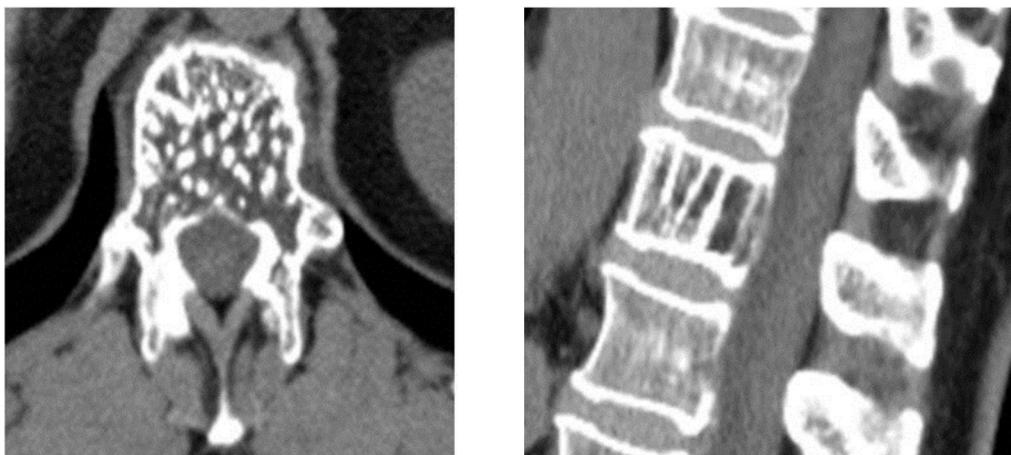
КТ-исследование Th12 позвонка больной 3. до операции
